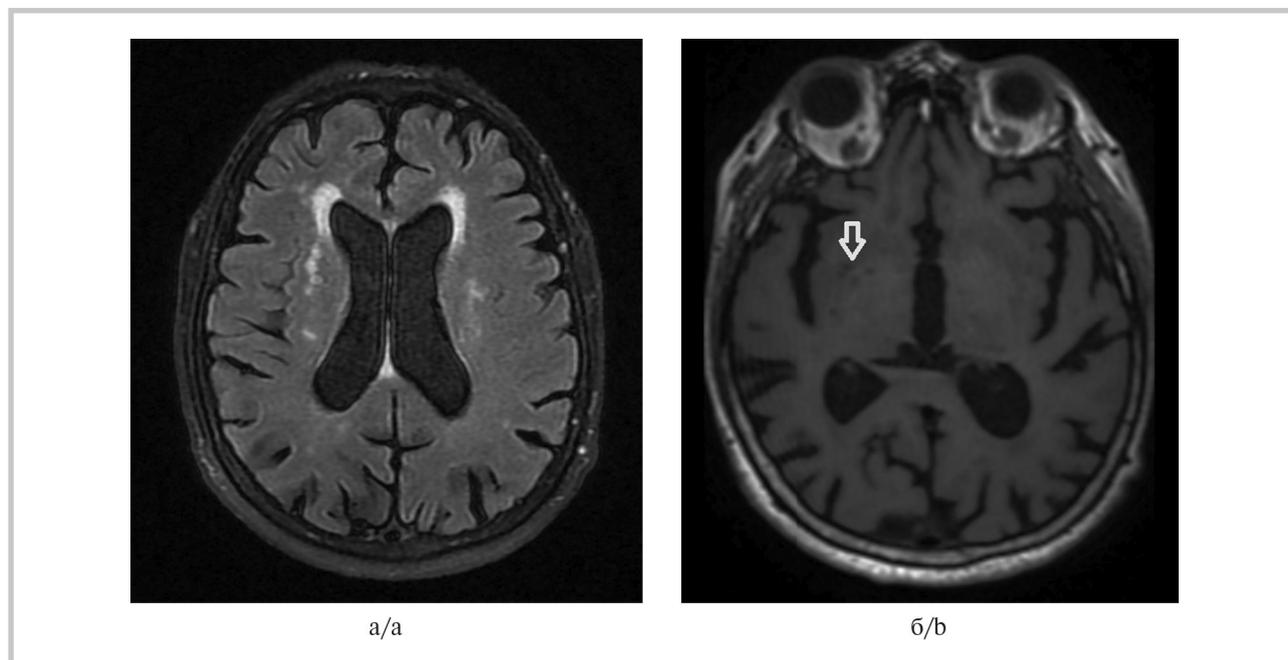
Результаты МРТ головного мозга у пациента с ХИМ и постуральной неустойчивостью.
